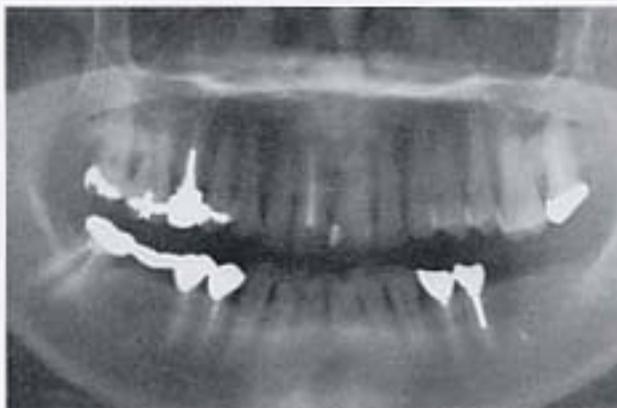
a インプラント処置前のパノラマX線写真。[6]欠損部の骨量は十分であることがわかる。
